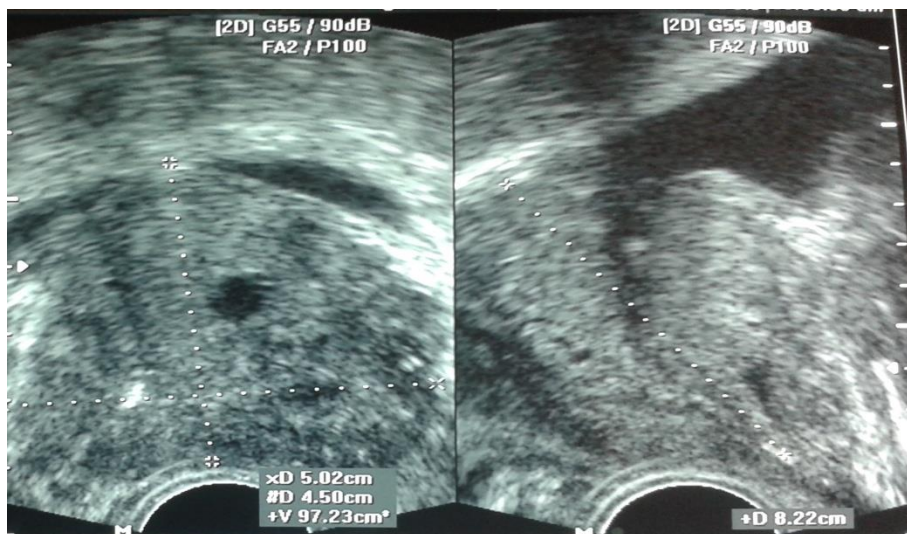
Importante crecimiento de glándula prostática con peso de 97 gramos, impresión diagnóstica por ultrasonido hipertrofia prostática grado IV, crecimiento de lóbulo medio, quiste en zona central.
